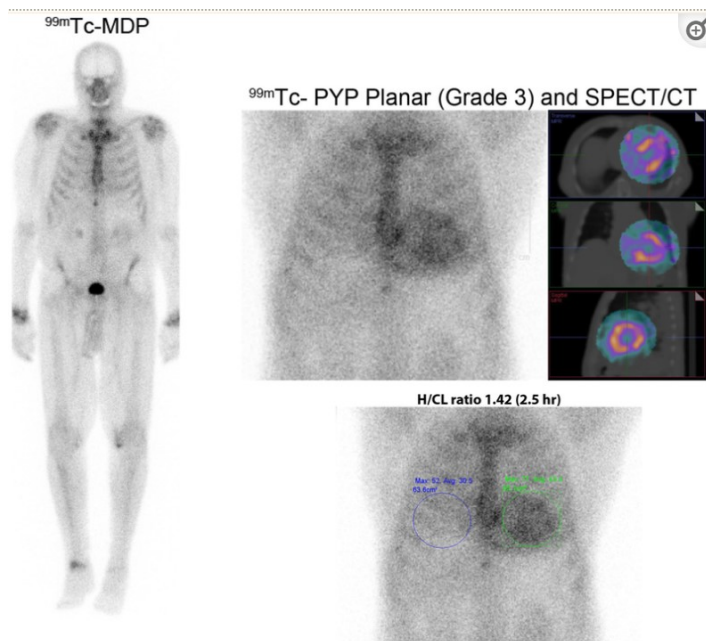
nell'immagine si vede una scansione con Tc- 99m -MDP che non mostra alcun assorbimento miocardico. È stata eseguita successivamente una scansione con Tc- 99m -PYP utilizzando l'imaging planare del torace e SPECT 2,5 ore dopo l'iniezione di radiotracciante con riscontro di assorbimento miocardico di grado 3 e un rapporto cuore-polmone controlaterale di 1,42 su immagini planari ($\geq 1,3$ anormali per immagini tardive).
